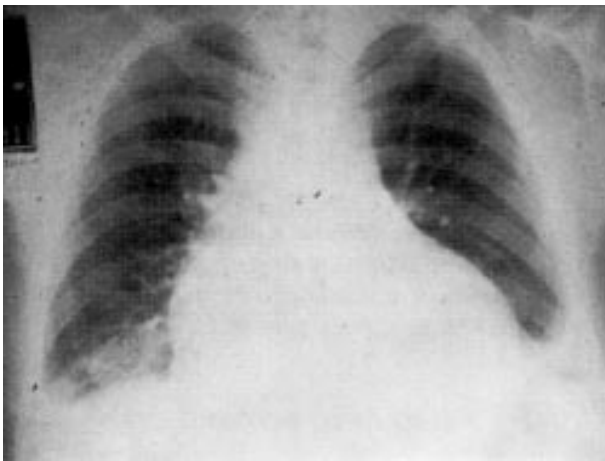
Radiografia feita no 30º dia de pós-operatório, evidenciando sinais de derrame pericárdico e pleural.
